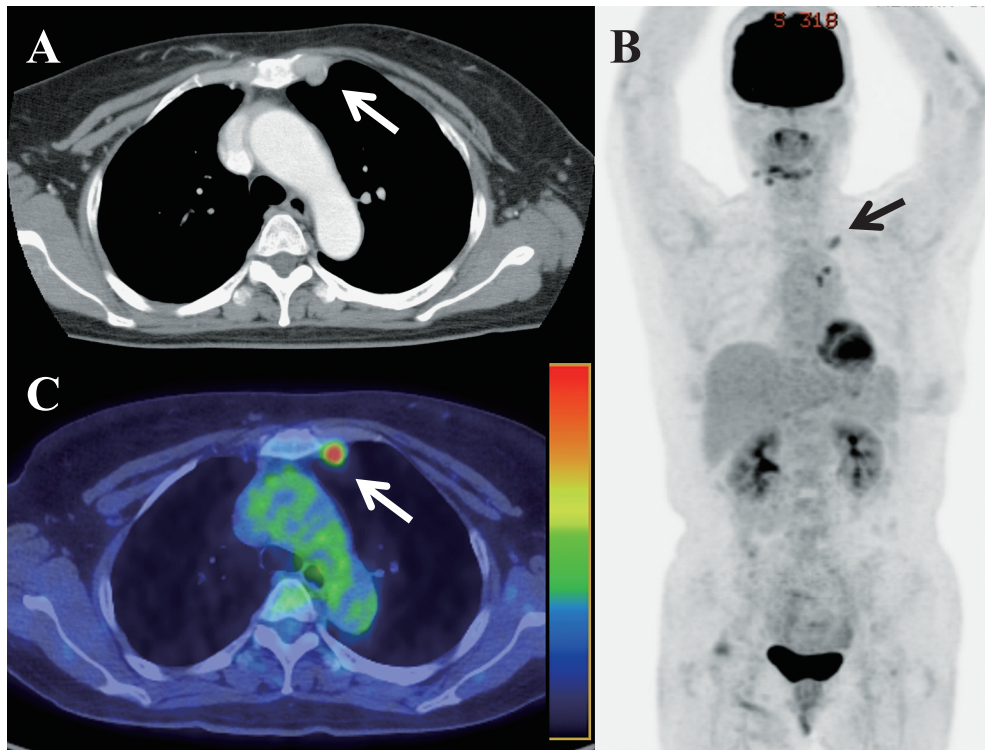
Enhanced CT and FDG-PET/CT findings.
